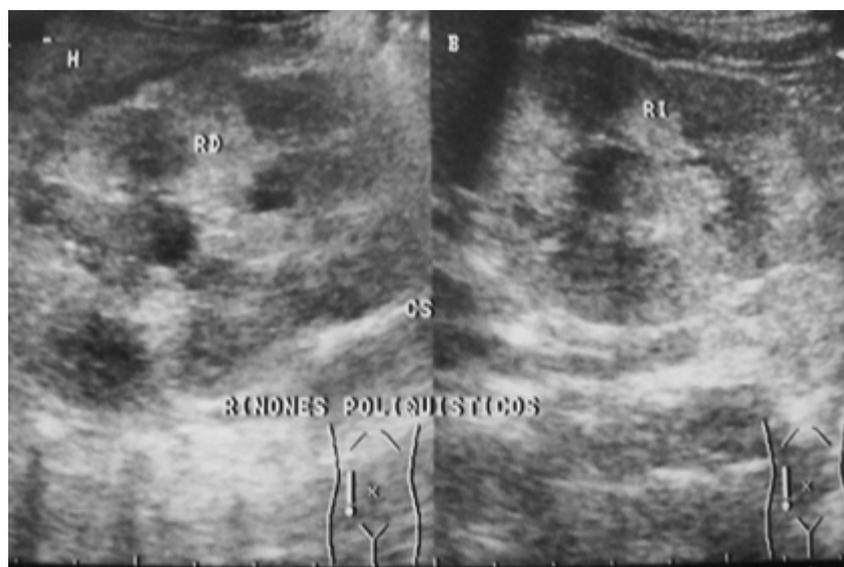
Imagen de ultrasonido que muestra riñones hiperecogénicos y con gran aumento de tamaño en el período de recién nacido.
